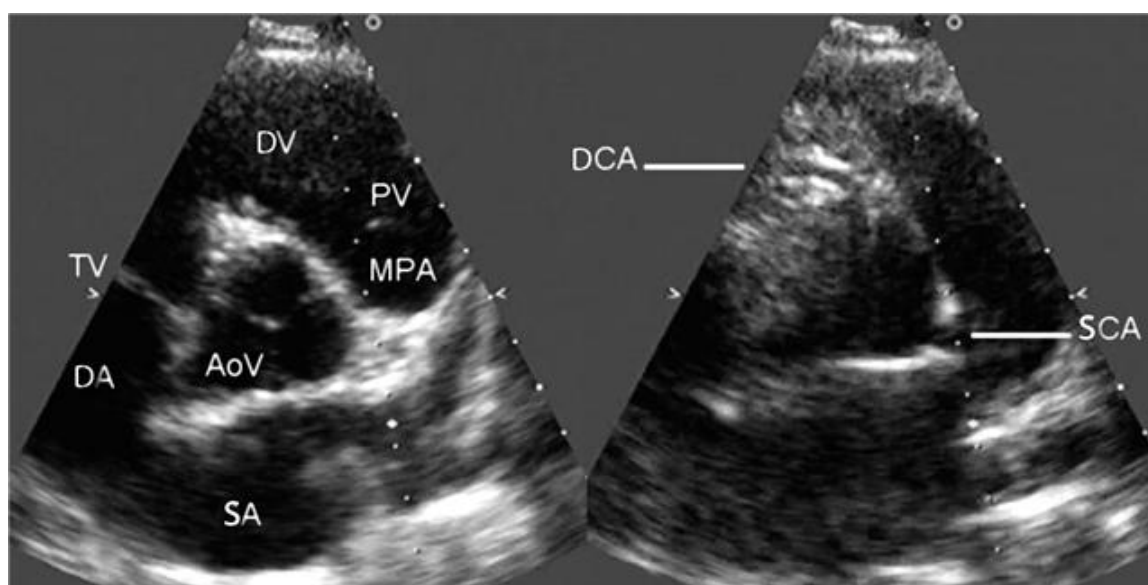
Imaginea echocardiografica la pacientul cu Artrita juvenila idiopatica cu dilatarea arterelor coronariene.
